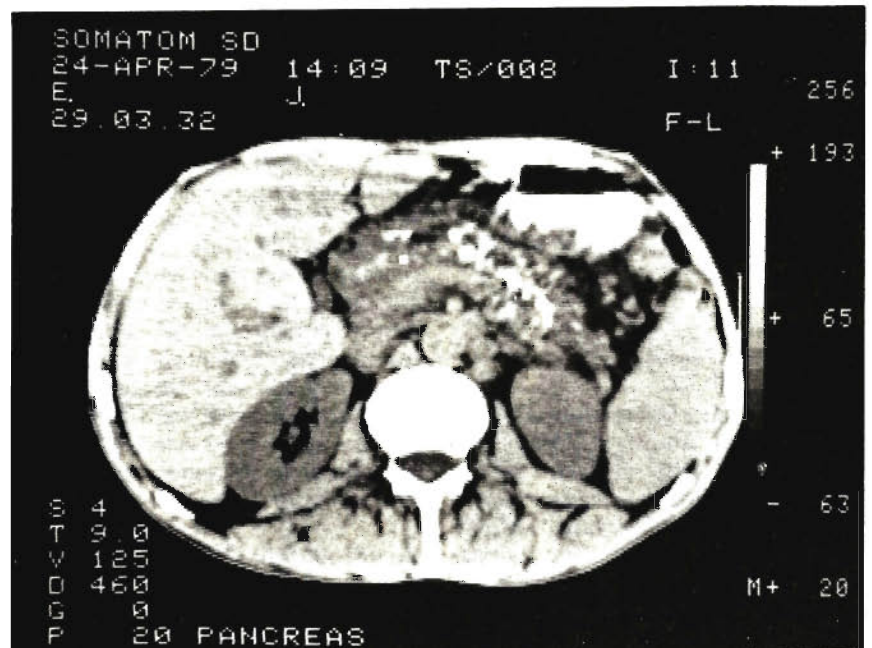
Computertomographie bei chronisch kalzifizierender Pankreatitis. Deutliche Verdickung des gesamten Organs mit gleichzeitigem Nachweis massiver scholliger Verkalkungen - 1) Magen - 2) Pankreas mit Verkalkung - 3) Arteria mesenterica superior - 4) Aorta - 5) Linke Niere - 6) Rechte Niere - 7) Vena cava inferior
